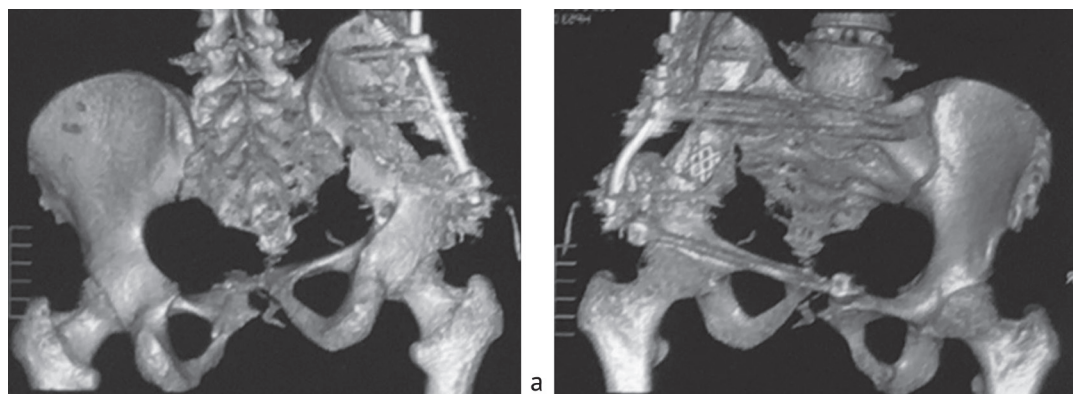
Компьютерная томография таза после оперативной реконструкции, 3D-реконструкция, вентральная (а) и дорсальная (б) проекции. Геометрия левой подвздошной кости восстановлена
